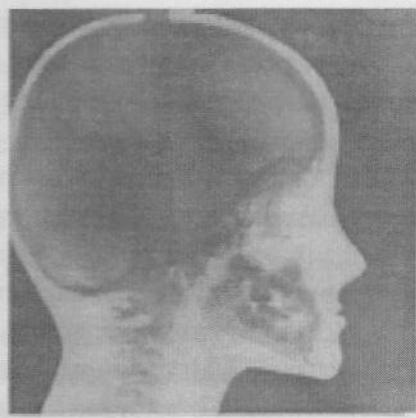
Боковые телерентгенограммы головы и смыкание зубных рядов пациентов с I, II, III степенью выраженности мезиальной окклюзии в период смены зубов .
